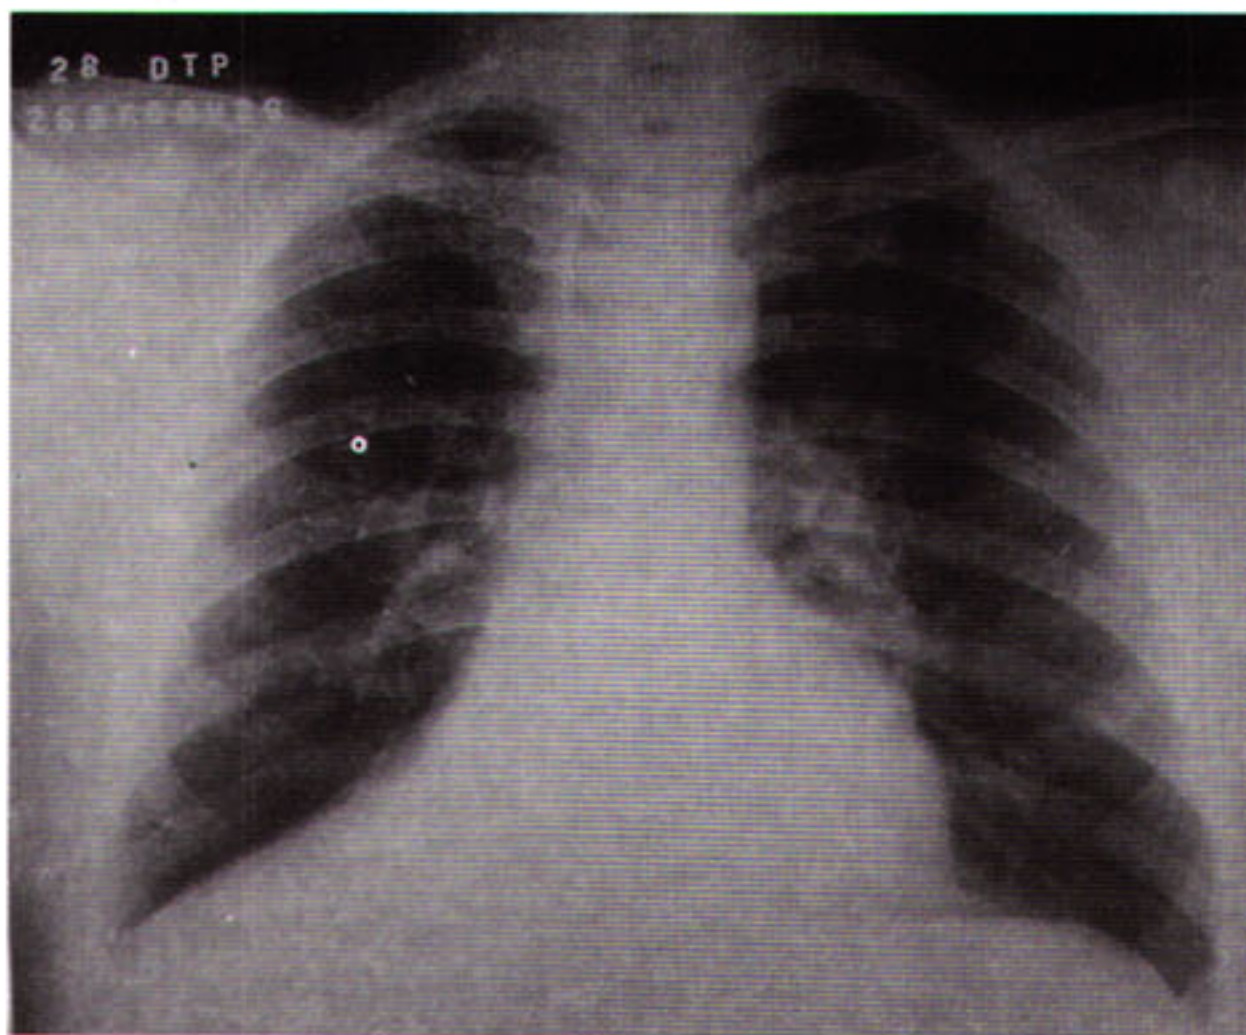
Radiografia de tórax com imagem sugestiva de atelectasia de lobos médio e inferior direitos.
